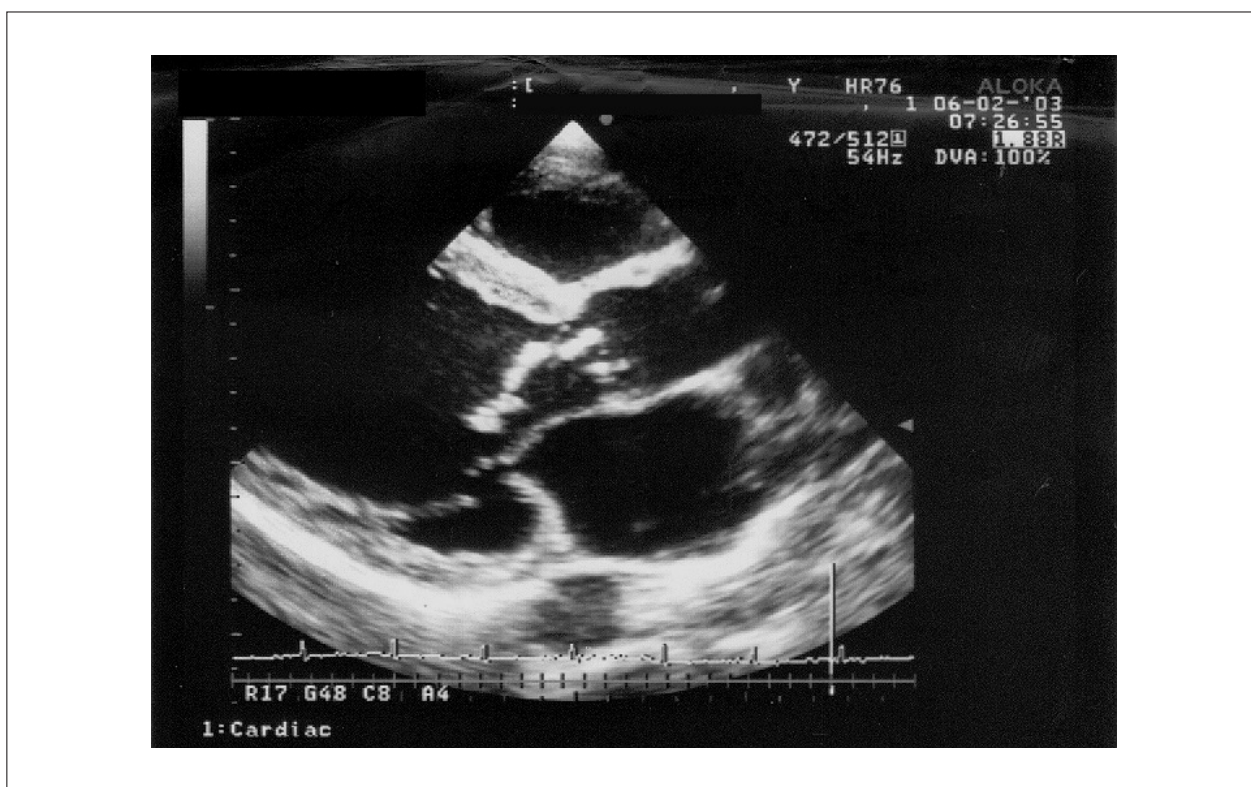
Ecocardiograma transtorácico (paraesternal eixo longo): extensa vegetação aderida à valva aórtica.
